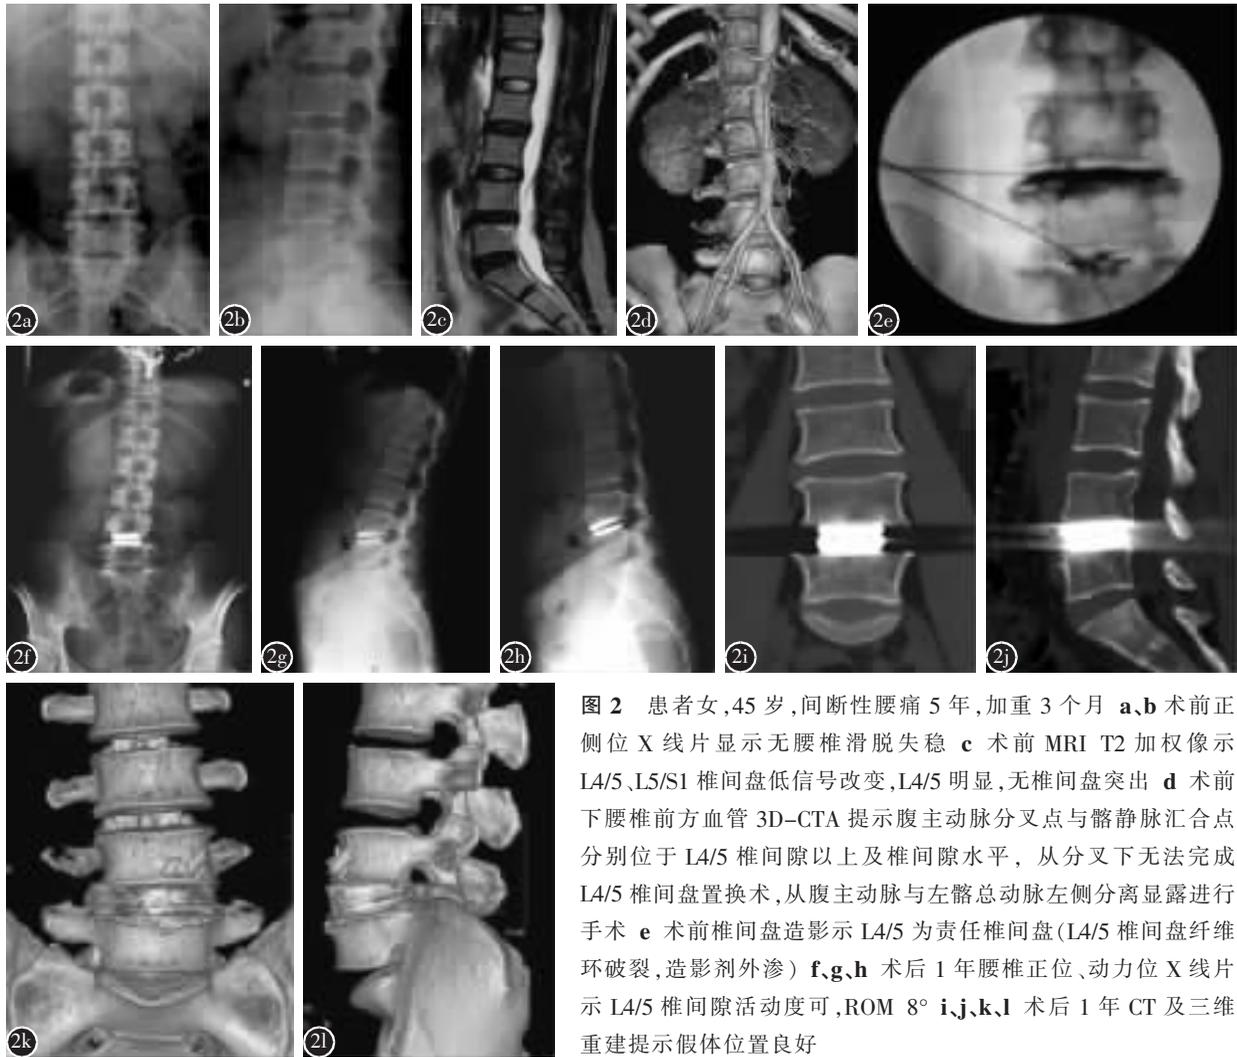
患者女,45 岁,间断性腰痛 5 年,加重 3 个月 a、b 术前正侧位 X 线片显示无腰椎滑脱失稳 c 术前 MRI T2 加权像示 L4/5、L5/S1 椎间盘低信号改变,L4/5 明显,无椎间盘突出 d 术前后腰椎前方血管 3D-CTA 提示腹主动脉分叉点与髂静脉汇合点分别位于 L4/5 椎间隙以上及椎间隙水平,从分叉下无法完成 L4/5 椎间盘置换术,从腹主动脉与左髂总动脉左侧分离显露进行手术 e 术前椎间盘造影示 L4/5 为责任椎间盘(L4/5 椎间盘纤维环破裂,造影剂外渗) f、g、h 术后 1 年腰椎正位、动力位 X 线片示 L4/5 椎间隙活动度可,ROM 8° i、j、k、l 术后 1 年 CT 及三维重建提示假体位置良好
